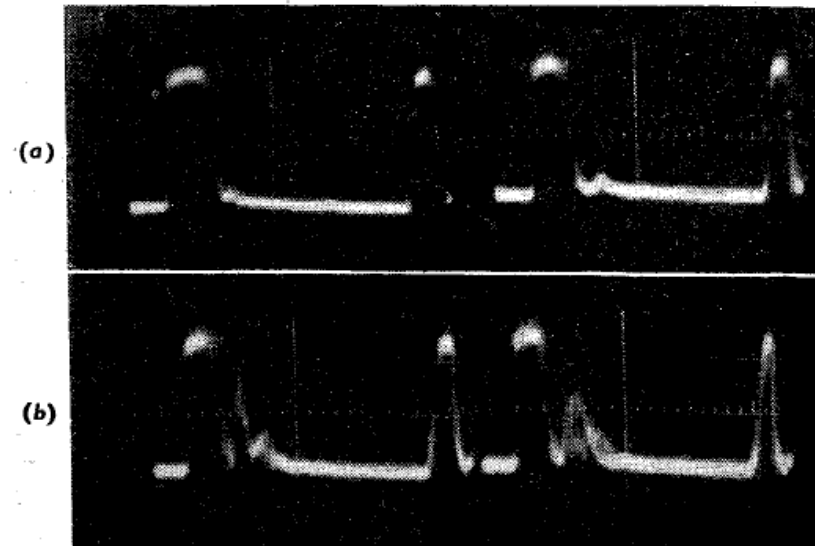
(a)—Two typical ultrasonograms of normal human breast in case I. The saturated peak to the left is given by the rubber membrane on the ultrasonograph. The peak to the right is an artefact inherent in the machine and is considered to be due to “ringing” of the pulses within the apparatus. Note that almost no echoes are returned from the base-line between the two “landmarks.”
